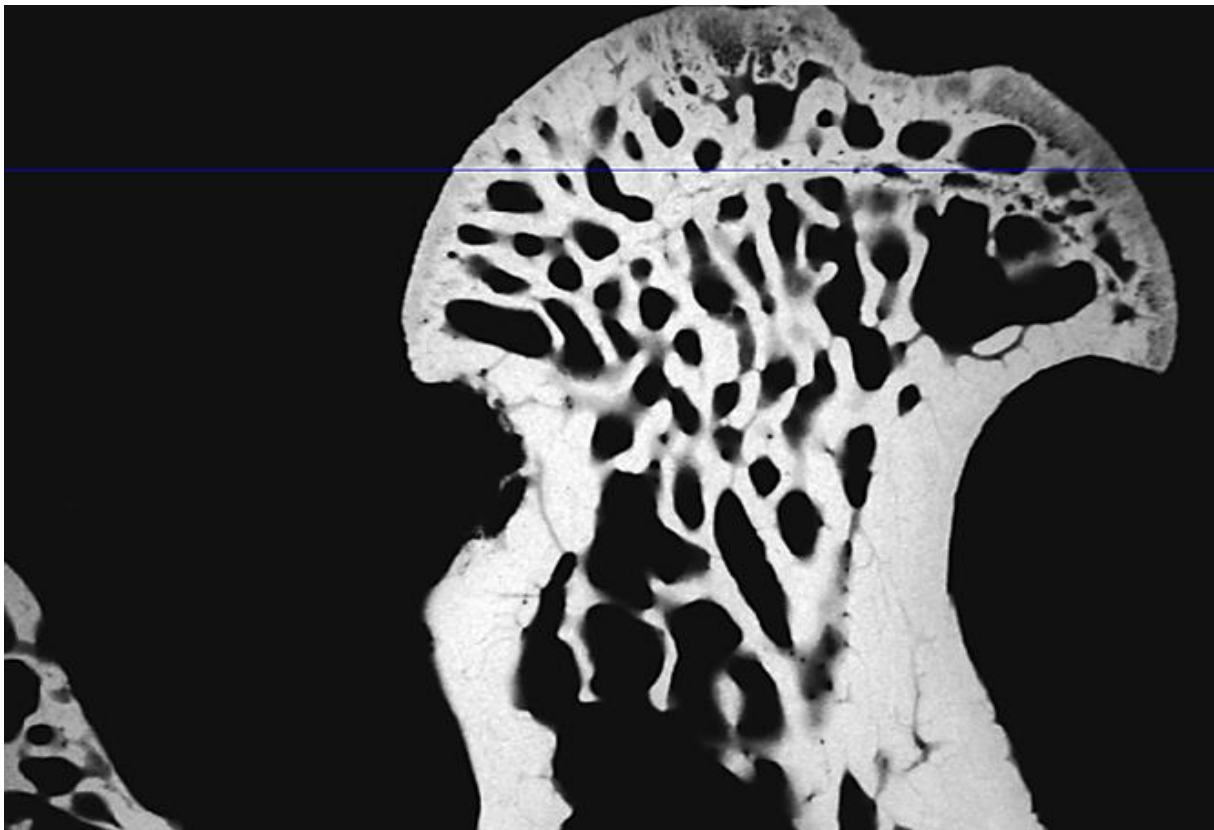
Einlesen der mikroradiographischen Präparate mit Begrenzung des Messrahmens
